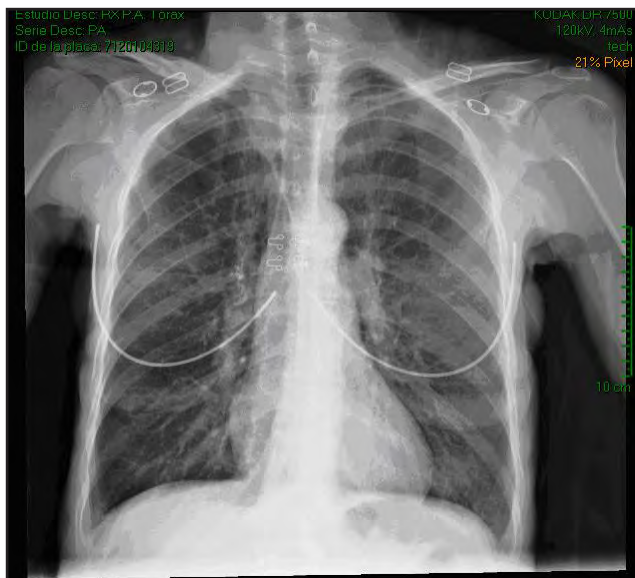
Radiografía de tórax en Proyección AP
